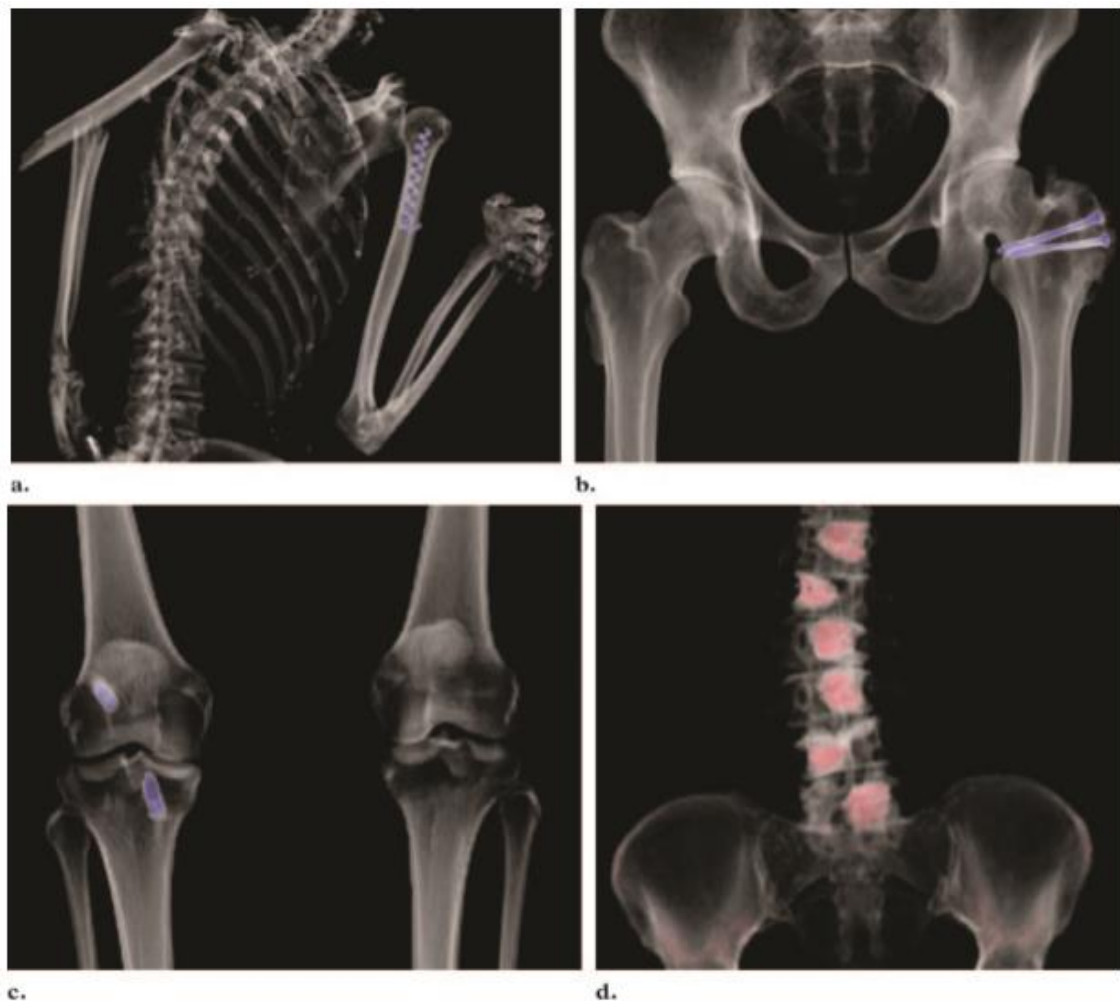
Identificación de cadáveres con TC en cuatro casos diferentes. (A) La imagen ósea de VR oblicua obtenida en un cadáver completamente quemado muestra un hilo helicoidal en el húmero izquierdo que representa una rara técnica de osteosíntesis humeral. (B) La vista anteroposterior de la pelvis muestra dos tornillos en el fémur izquierdo. (C) La vista anteroposterior de las rodillas muestra la sustitución del ligamento cruzado anterior derecho con tornillos en el fémur y la tibia. (D) La vista anteroposterior de la columna lumbar muestra vertebroplastia percutánea con cemento en los cuerpos vertebrales, un hallazgo que puede ser utilizado para la identificación. La autopsia forense rutinaria sería incapaz de demostrar los hallazgos en a-d⁸.
